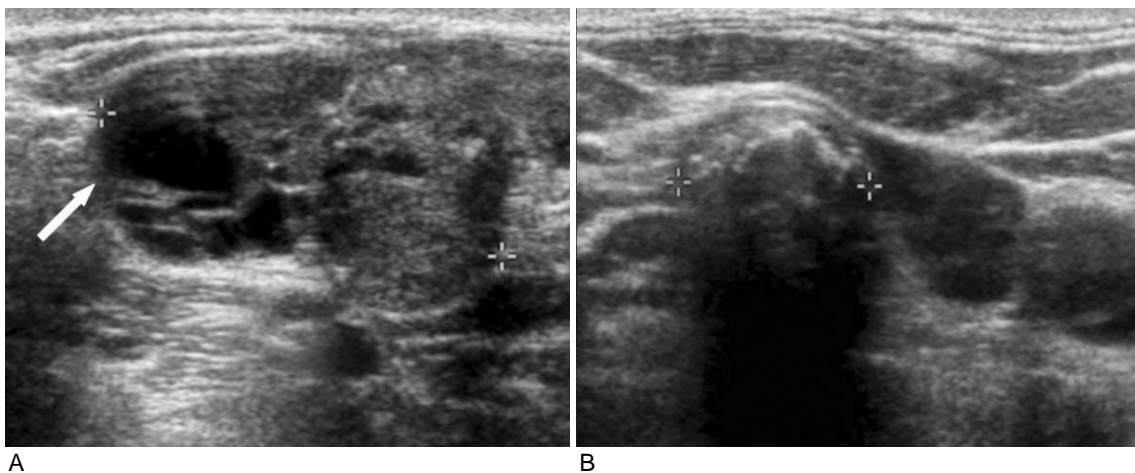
68-year-old male with papillary thyroid carcinoma and metastatic lymph nodes. Transverse ultrasonography shows (A) hyperechoic, punctate calcification, cystic change of lymph nodes at right level IV and (B) calcified lymph nodes at right level III, which were confirmed as metastatic lymph nodes.
